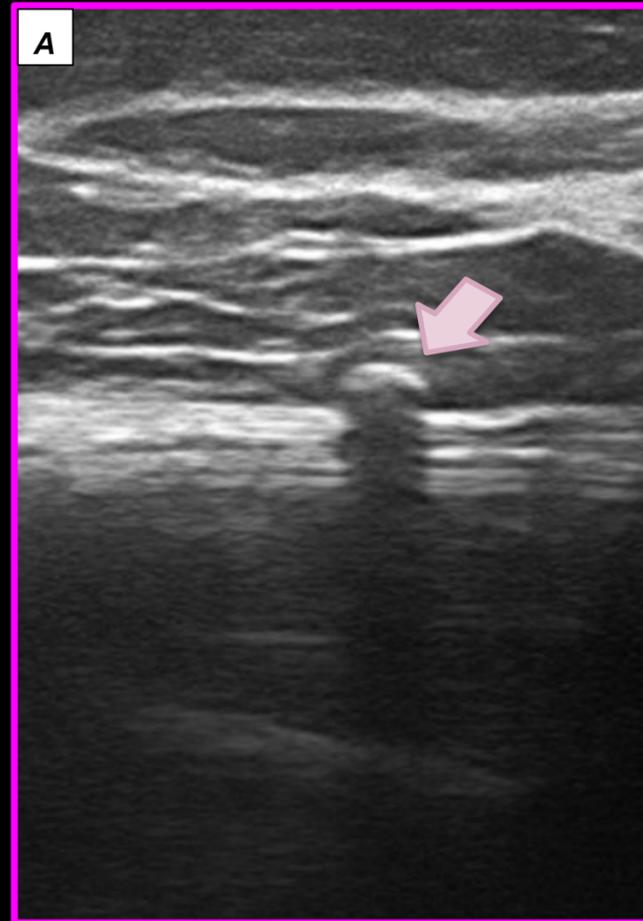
a-b) Ecografía modo B donde se observan calcificaciones capsulares (flechas rosas)
